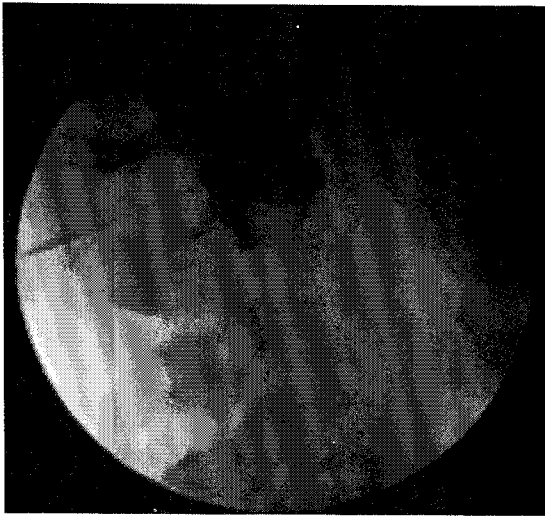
Lateral radiograph showing the needle position and contrast spreading in the capsule of atlanto-axial joint.
